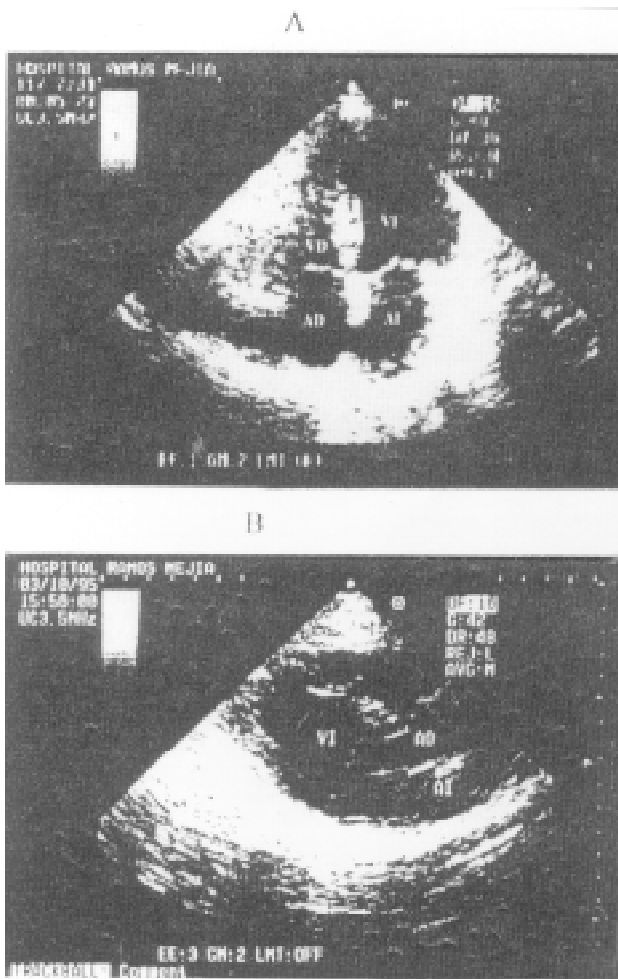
Ecocardiogramas 2D. A. Caso 1. Vista de 4 cámaras. B. Caso 2. Vista en eje largo. AI: Aurícula izquierda. AD: Aurícula derecha. VD: Ventrículo derecho. VI: Ventrículo izquierdo. Ao: Aorta. Véanse las explicaciones en el texto.*
